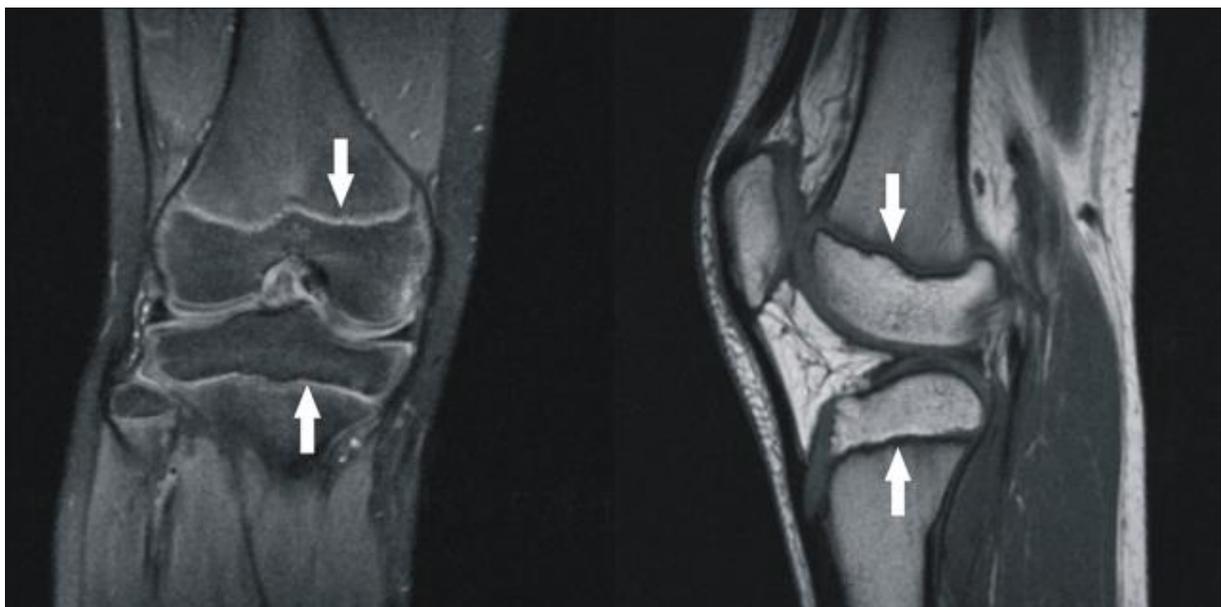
Les cartilages de croissance du genou vus de face et de profil en IRM (93)
